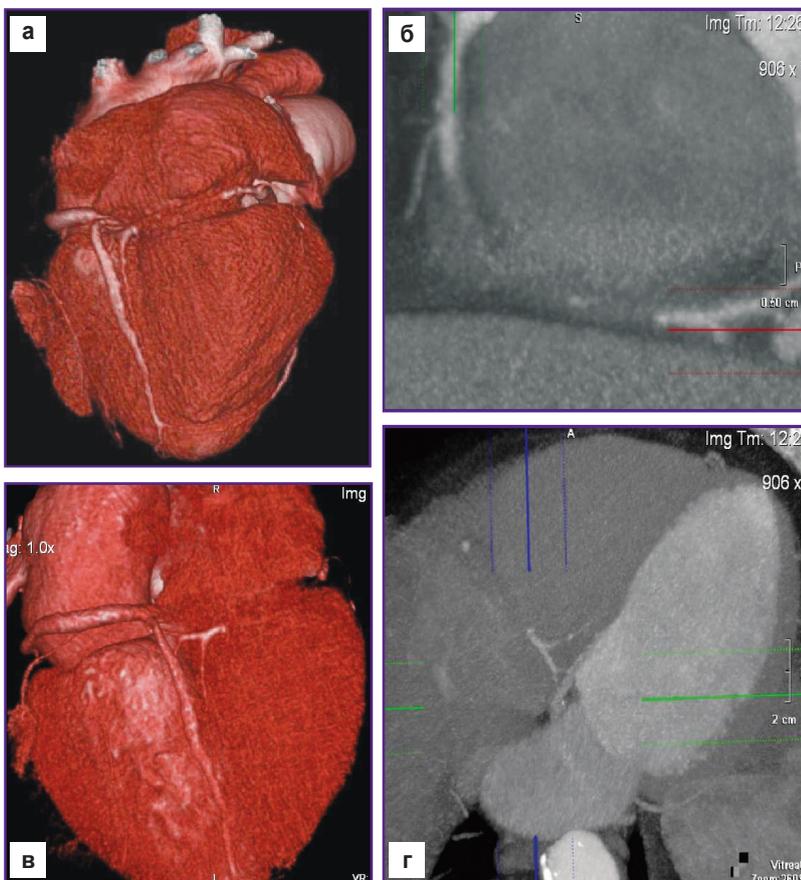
ЭКГ-синхронизированная МСКТ-коронарография в высокоразрешающем режиме с толщиной срезов 128×0,25 мм у пациентов 1-й группы (высокого риска) — окклюзия передней нисходящей артерии (ПНА):
